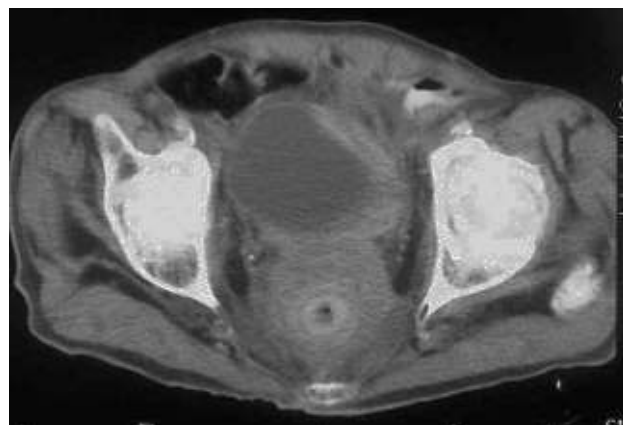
Tomografía computarizada abdominopélvica que muestra un aumento del grosor concéntrico de la zona alta rectal con afectación de la grasa perirrectal y aumento de las partes blandas en contacto con la cara posterior de la vejiga. La vejiga presenta un engrosamiento de su pared posterior y lateral izquierda.
